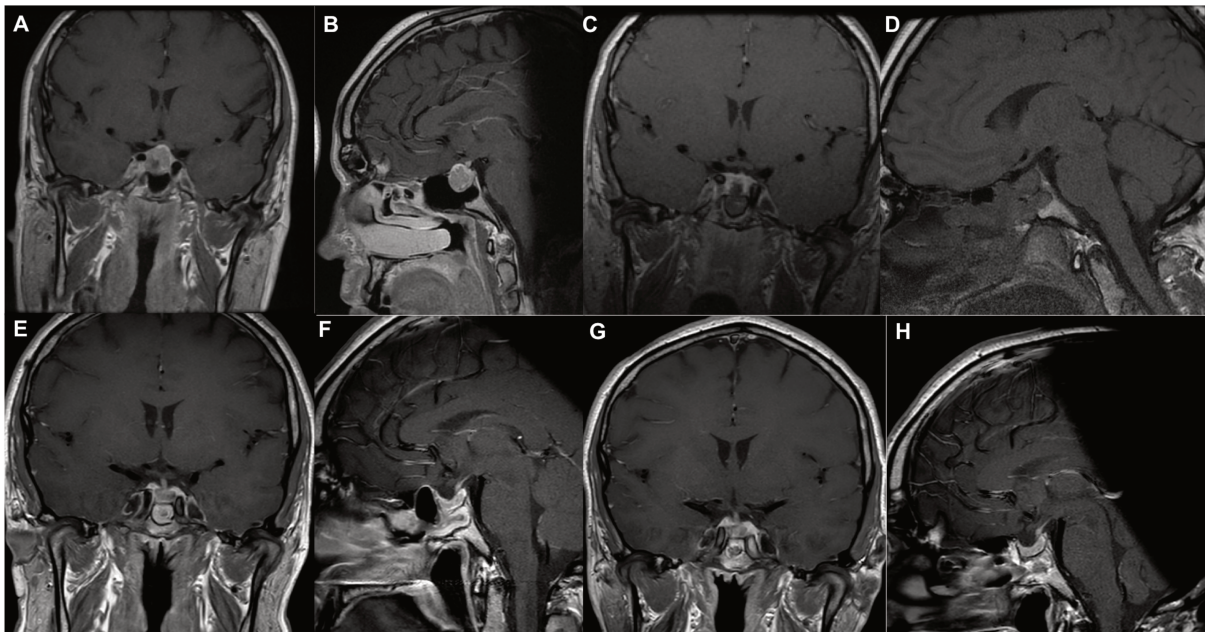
A et B : IRM pré opératoire, séquence T1 gadolinium. C et D : IRM per opératoire montrant l'absence de reliquat. E et F : IRM à 3 mois sans apparition de reliquat. G et H : IRM à 18 mois montrant l'absence de récurrence.
